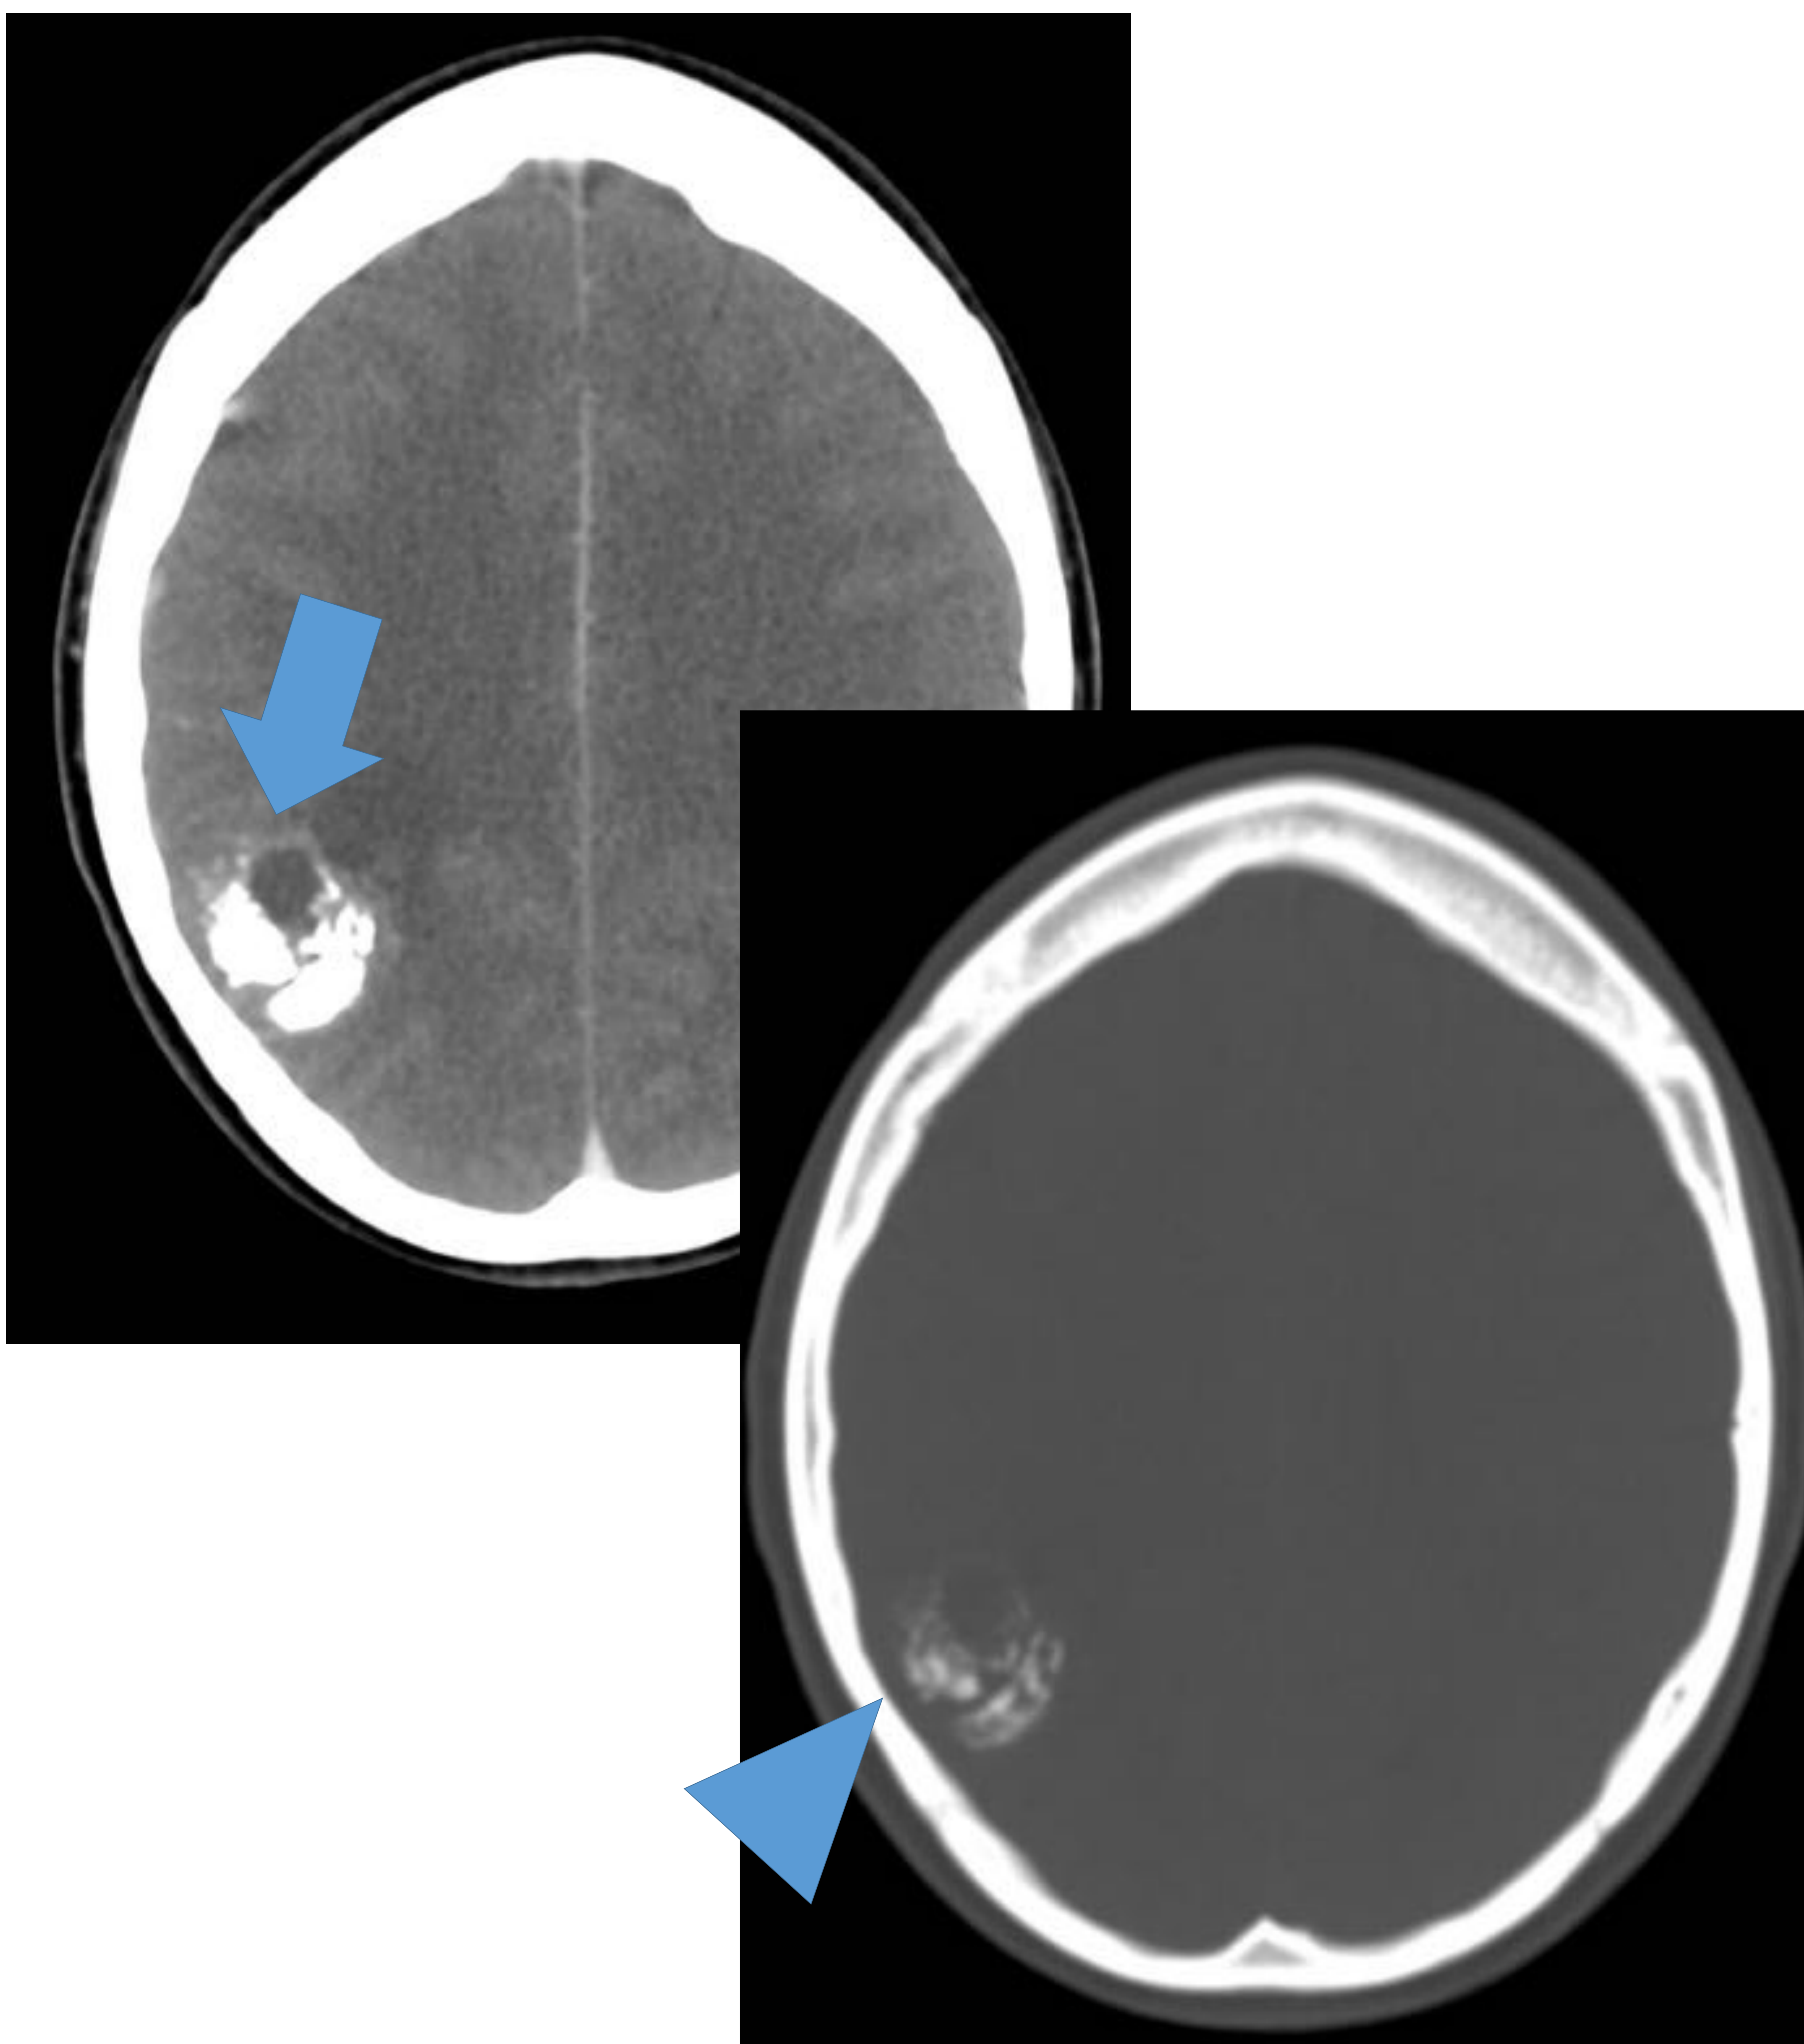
Mujer de 24 años con cefalea de largo tiempo de evolución. En TC se aprecia con ventana de parénquima cerebral una lesión ocupante de espacio con un polo sólido (flecha) y con calcificaciones abigarradas que componen la misma al aplicar la ventana ósea (punta de flecha). Se estableció el diagnóstico diferencial entre DNET vs oligodendroglioma.
